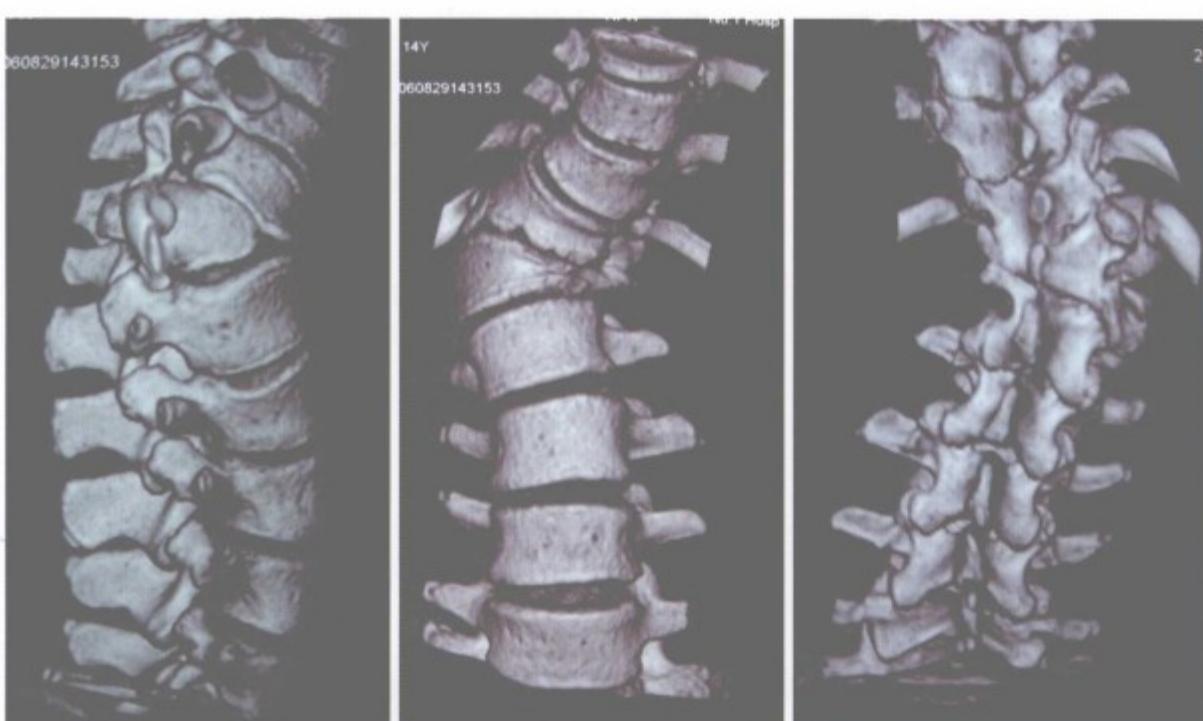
CT 三维重建可清晰显示畸形情况
